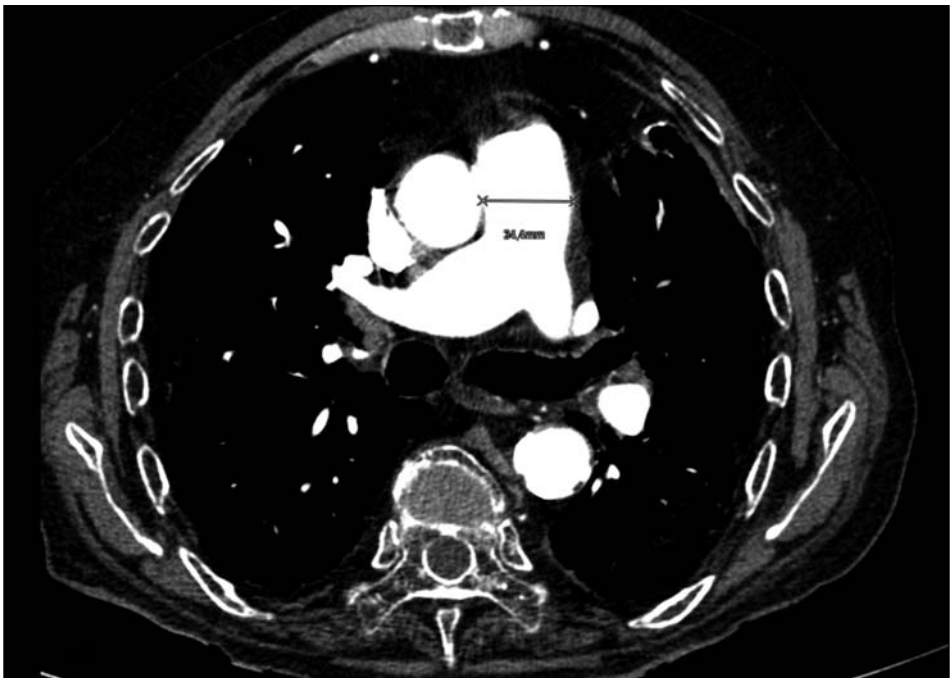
Paciente con FPCE e HTAP. La TC con contraste intravenoso en plano transverso a la altura del cono de la arteria pulmonar, muestra un aumento de calibre del vaso (3.4 cms).
